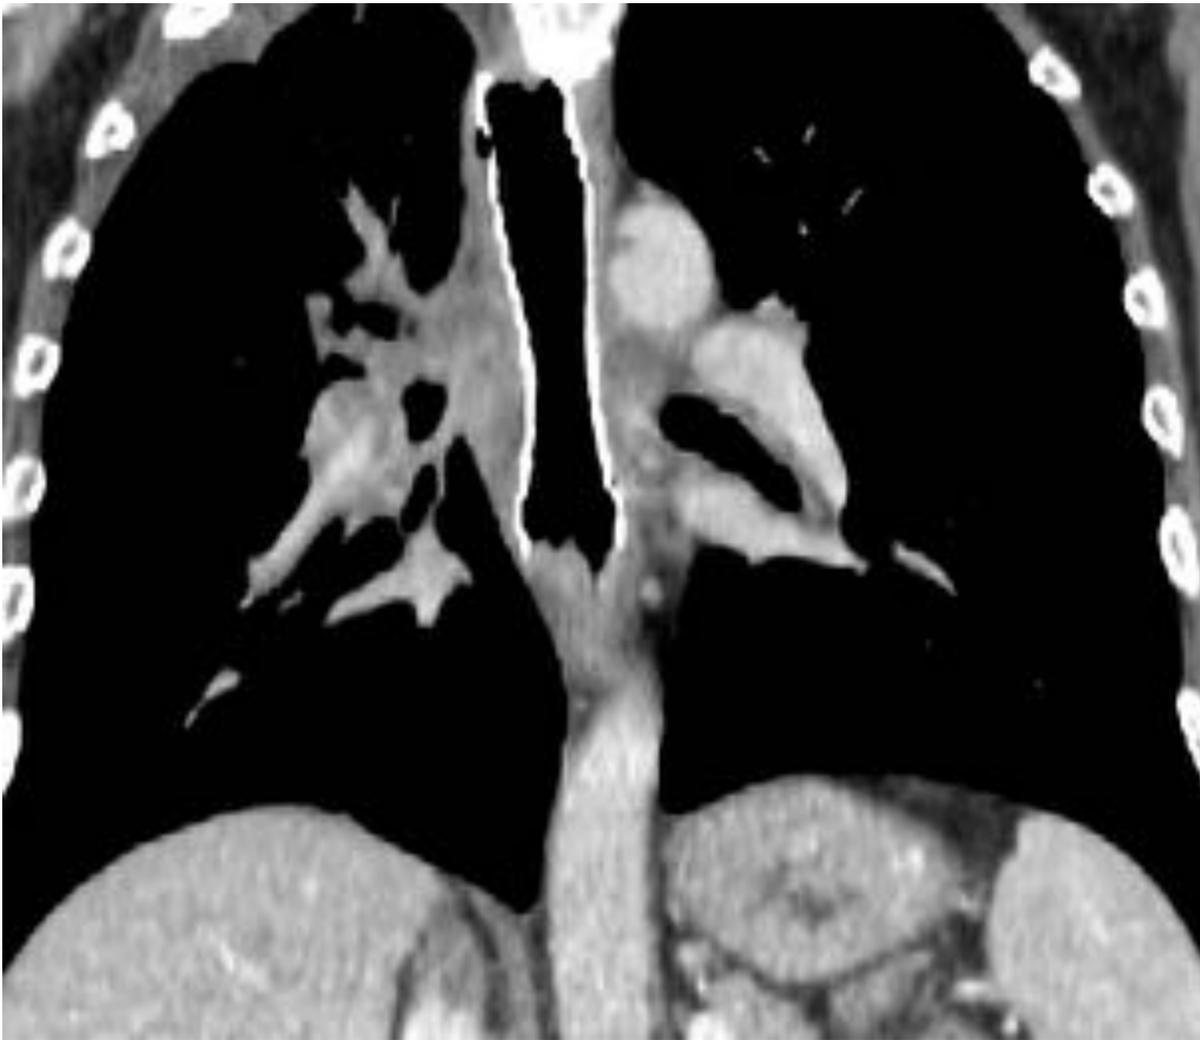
Paciente con estenosis esofágica por tumoración mediastínica. Imágenes de TAC axial y coronal donde se observa una prótesis correctamente colocada.
